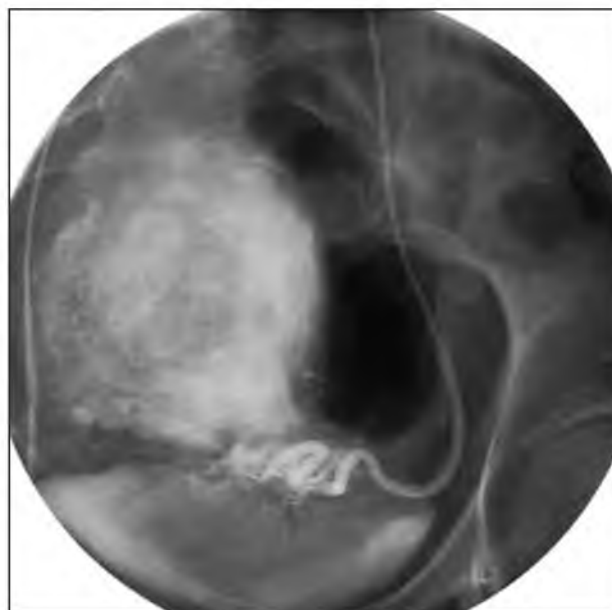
Рентгенологические признаки «конечной точки» при ЭМА: Остановка кровотока по маточной артерии, накопление контраста в миоматозном узле
